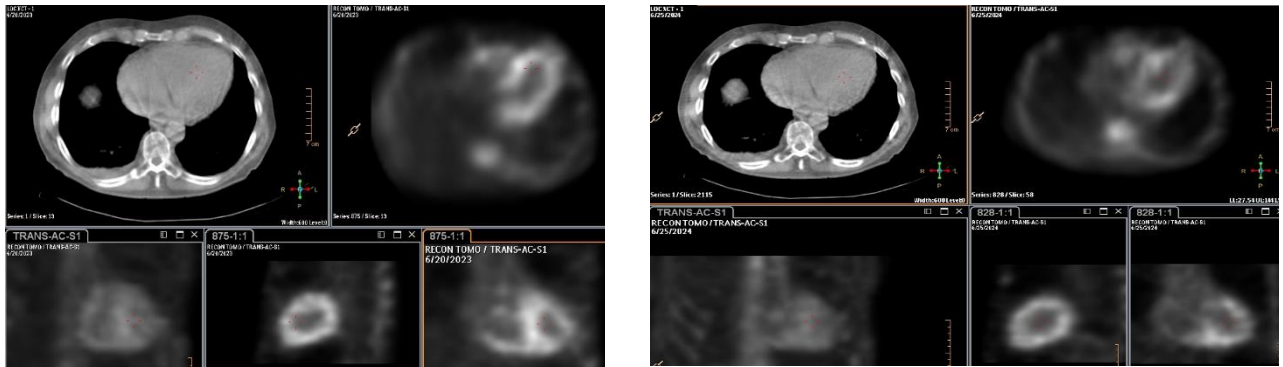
Данные ОЭКТ/КТ пациента Ш. изначально (Grade 3) и через 12 месяцев после приема тафамидиса (Grade 2-3) [192]
